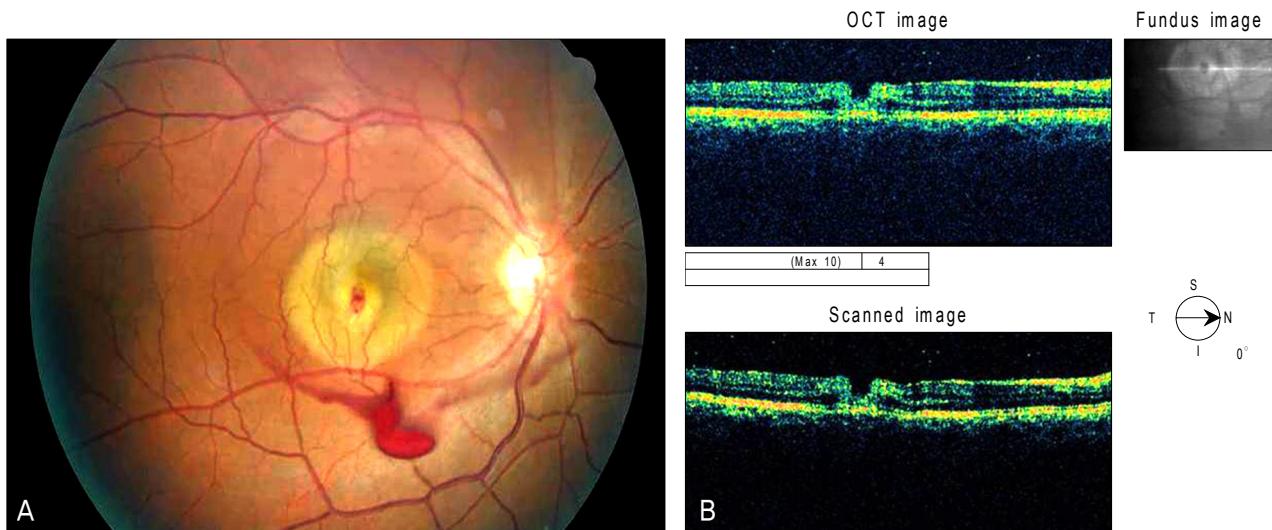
Fundus photograph (A) at presentation shows dot hemorrhage at the center of the fovea and halo of subretinal fluid. Vitreous hemorrhage observed also. Optical coherence tomography (B) confirms partial defect of the neurosensory retina.
